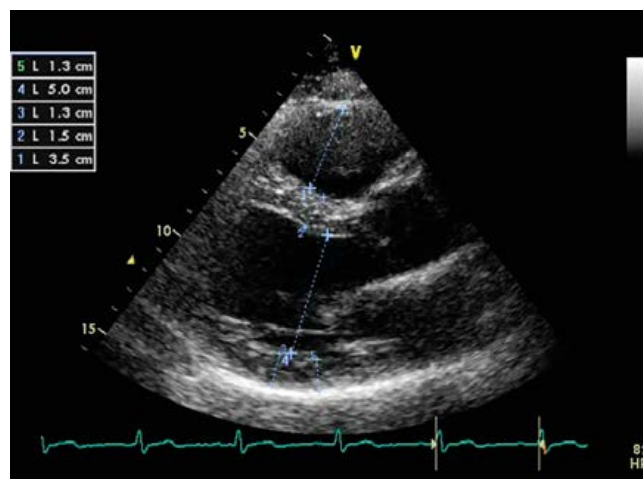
Эхокардиограмма пациента Г., 62 лет. Парастеральная позиция, длинная ось левого желудочка. Измерены передне-задний размер правого желудочка (1L), толщина межжелудочковой перегородки (2L), задней стенки левого желудочка (3L и 5L) и конечно-диастолический размер левого желудочка (4L).
